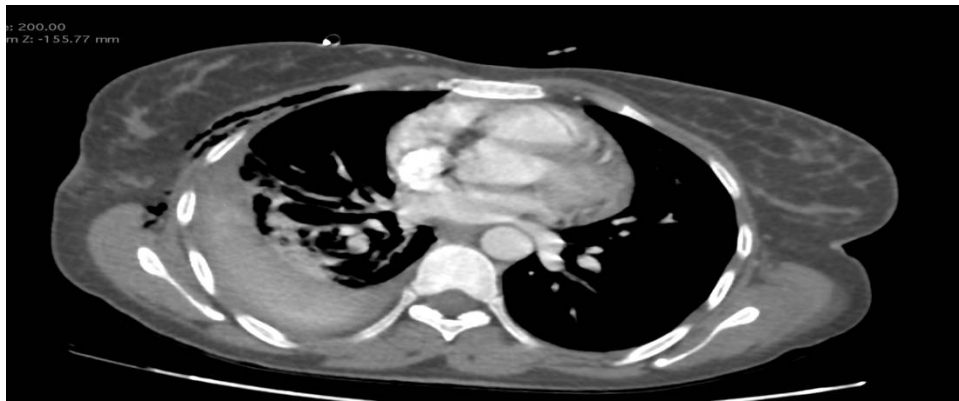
TDM thoracique objectivant un hémopneumothorax droit post ponction traumatique chez une patiente de notre série.
